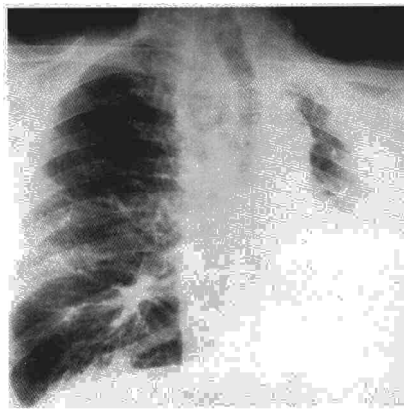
Radiografía PA de tórax: opacificación a nivel del lóbulo inferior izquierdo e imágenes sugestivas de herniación de pulmón derecho en campo anterosuperior izquierdo a través de mediastino anterior. Cardiomegalia.
